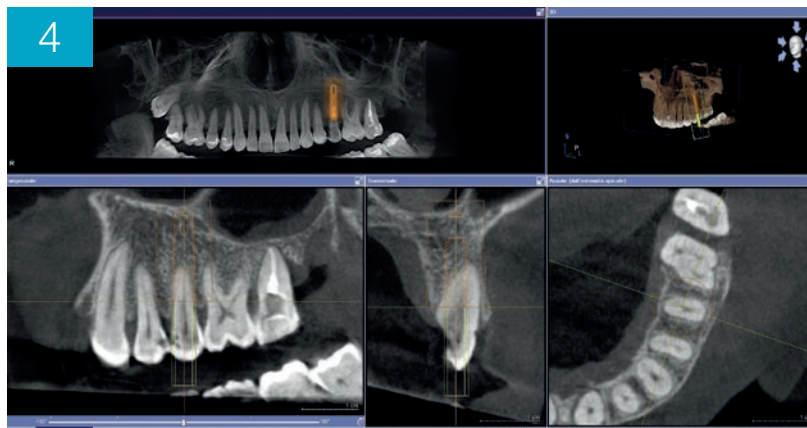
Cone beam e pianificazione implantare
